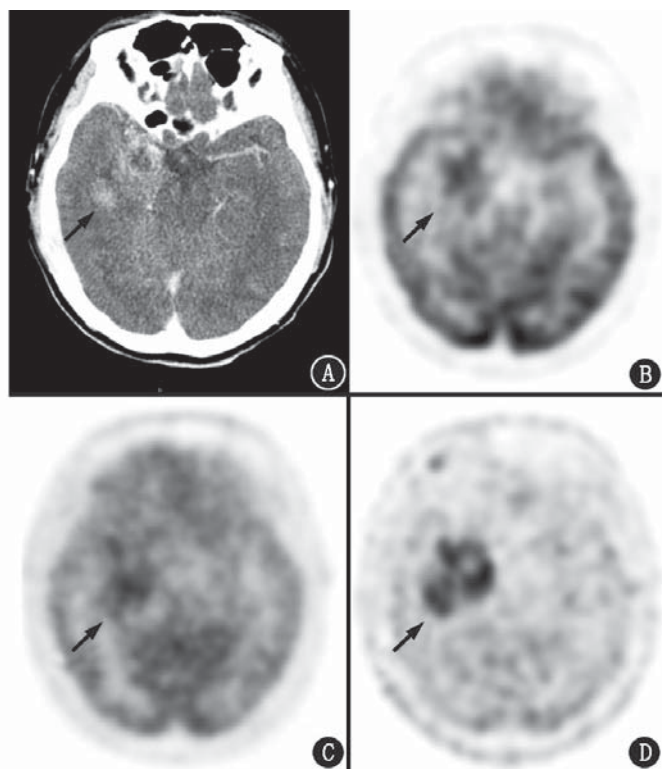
胶质母细胞瘤患者(男,45岁)影像学检查图(箭头示病灶)。A.增强 CT 示右侧颞叶病变,大小约 5.2 cm×4.6 cm(前后径×左右径),中度强化;B.  $^{18}\text{F}$ -脱氧葡萄糖(FDG) PET 显像示代谢增高;C.  $^{13}\text{N}$ - $\text{NH}_3$  PET 显像示代谢增高;D.  $^{11}\text{C}$ -蛋氨酸(MET) PET 显像示代谢增高,显像剂积累量最高
